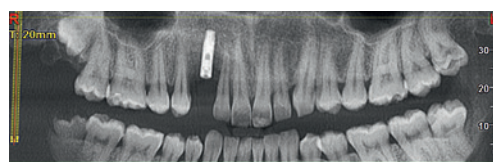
КТ пациента А. через 3 месяца после установки имплантата.
